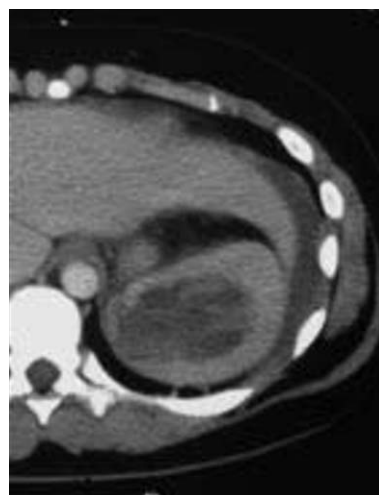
14 ans, AVP (chute à vélo) polytraumatisme (crânien sans perte de connaissance, contusion thoracique avec fracture de côte et une fracture de la clavicule). TDM IV : hématome intra-splénique et hémopéritoine. Surveillance. Traitement conservateur.
